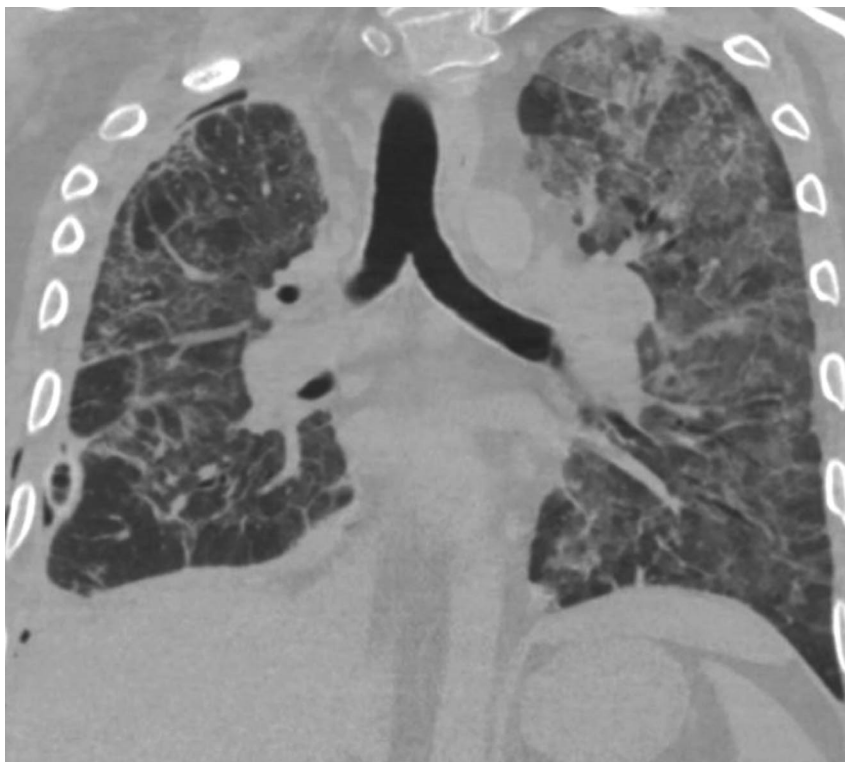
Компьютерная томография органов грудной клетки после выполненного 1 этапа оперативного лечения
